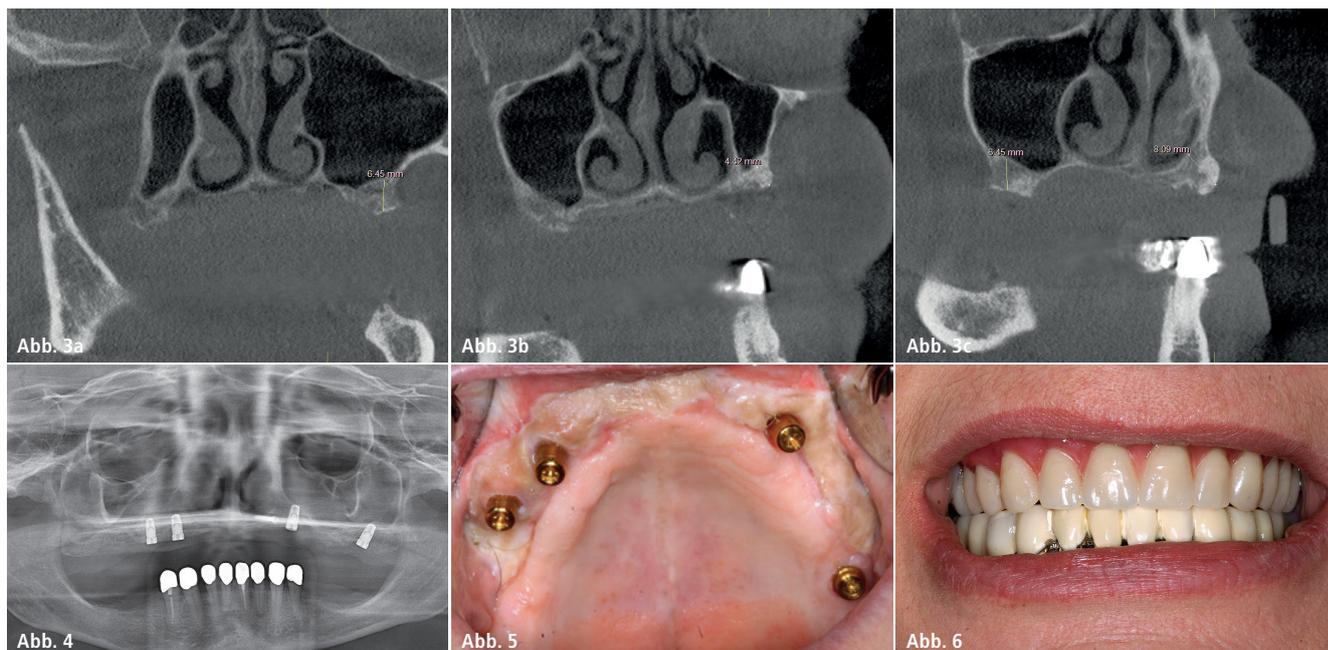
a–c: Digitale Volumentomografien (DVT) mit Darstellung der Knochenhöhen an den verschiedenen Implantatpositionen in koronarer Schnittführung vor Implantatinsertion. – Abb. 4: Orthopantomogramm nach Implantatinsertion. – Abb. 5: Klinisches Bild mit Ansicht des augmentierten Oberkiefers von unten nach Implantatinsertion und Einsetzen der Locatoren. – Abb. 6: Klinisches Bild in frontaler Ansicht nach Implantatinsertion mit Oberkieferprothese.
